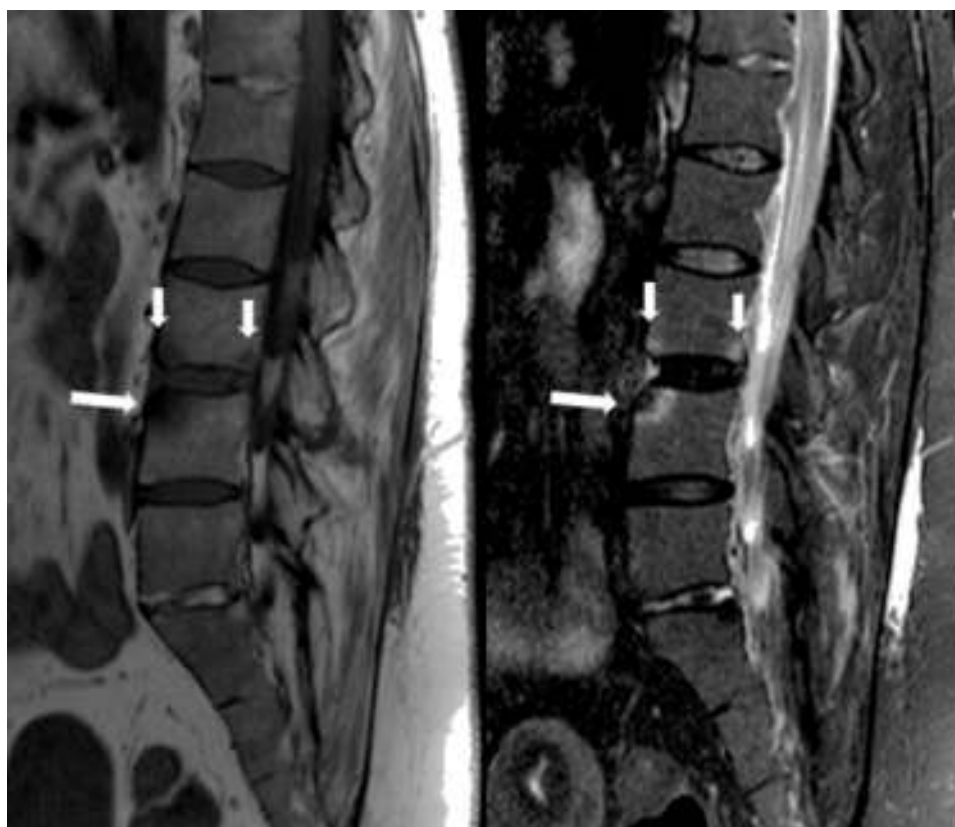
Cortes sagitales de RM en secuencias T1 y STIR. Se observa una lesión de espondilitis en la esquina anterosuperior de L4 (flecha larga), con erosión y cambios de esclerosis subcortical, de baja señal en ambas secuencias, rodeados por cambios de edema óseo. En L3 se detectan otras lesiones de espondilitis anterior y posterior (flechas cortas) constituidas únicamente por cambios de edema óseo. Se identifica anquilosis, con osificación parcial del disco L5-S1, y cuadratura de los cuerpos vertebrales lumbares.
